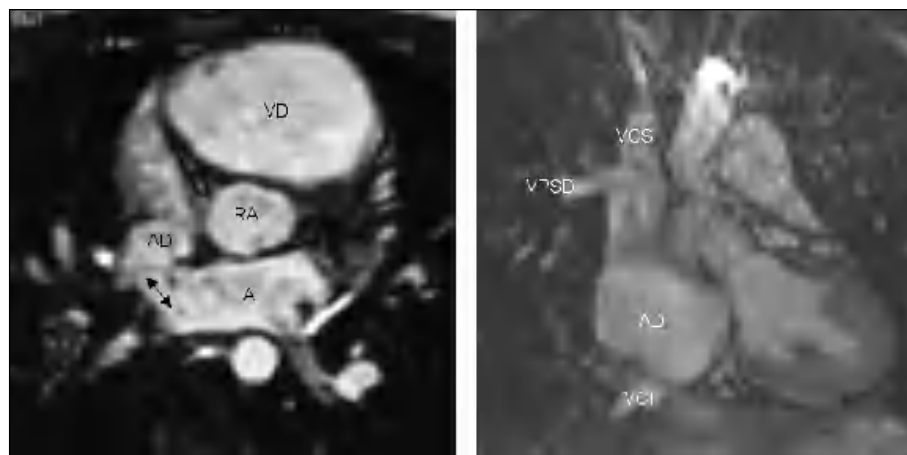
Izquierda: cine-RM en un plano axial en un paciente con una comunicación interauricular (CIA) tipo seno venoso (flecha). Derecha: plano coronal SSFP de otro paciente con una CIA tipo seno venoso caval superior, en el que se observa la vena pulmonar del lóbulo superior derecho drenando a la vena cava superior.
